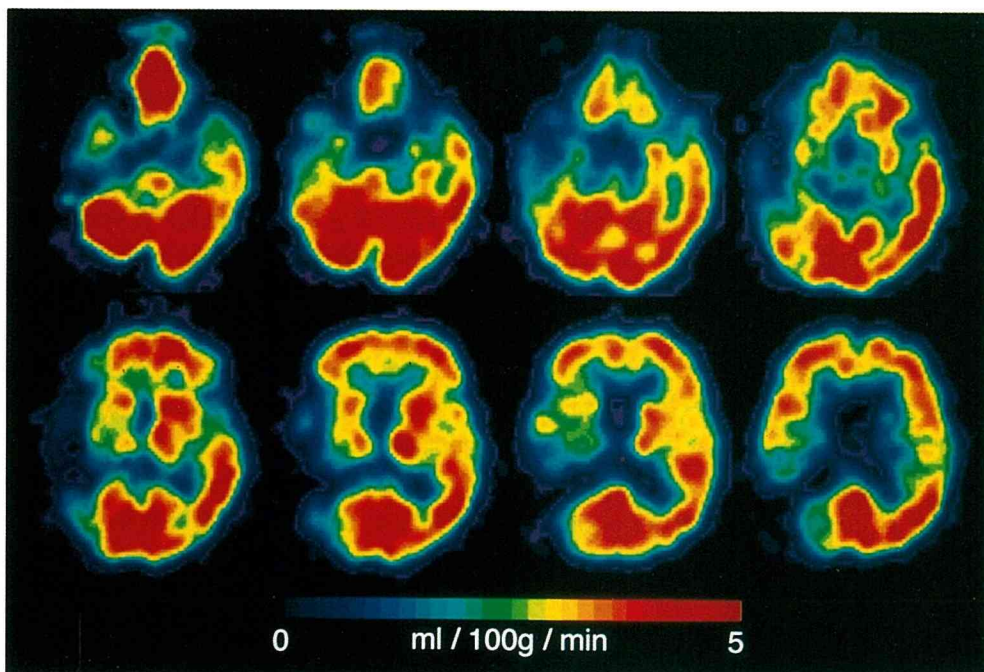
轴向 images of regional cerebral metabolic ratio of oxygen measured by positron emission tomography (PET). Cerebral metabolic ratio of oxygen was decreased in the right temporo-parietal area.
